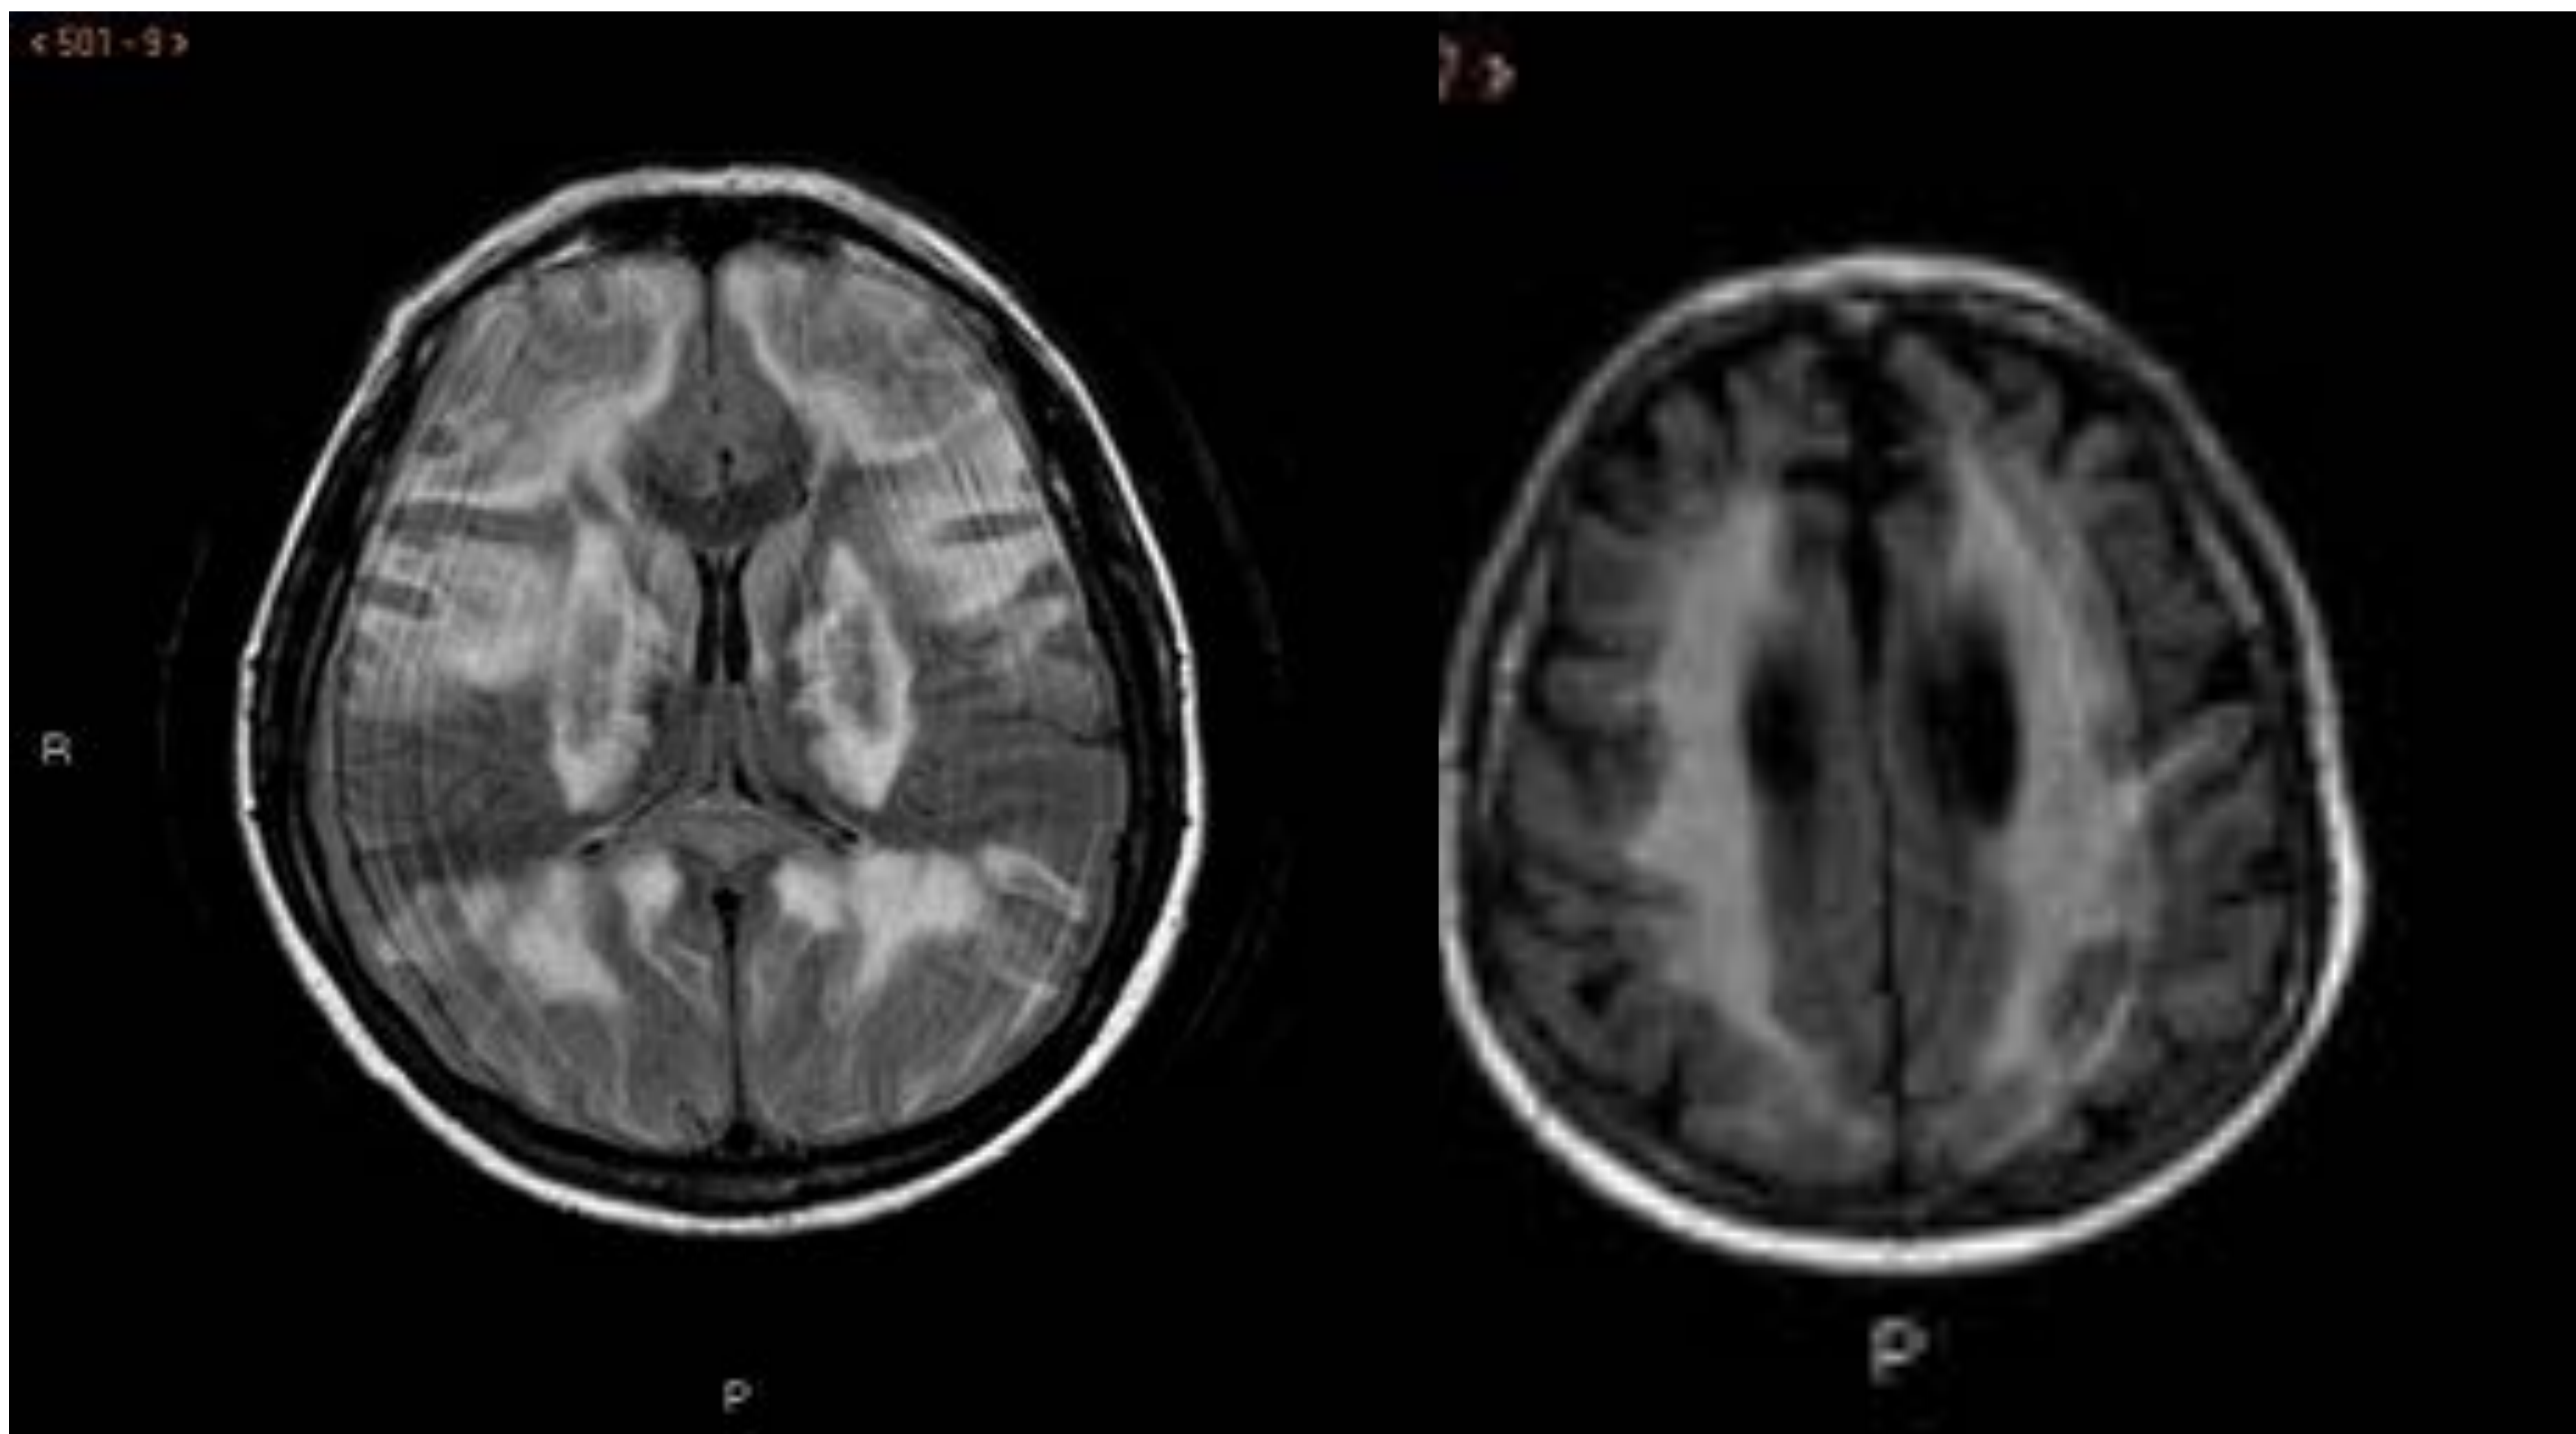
Paciente traída a urgencia por el 061 por una crisis hipertensiva con dolor torácico y disnea. Durante el ingreso aparece disminución del nivel de consciencia con severa acidosis metabólica por lo cual se ingresa a UCI. Extensa afectación de la sustancia gris profunda bilateral y de los brazos anteriores de ambas cápsulas internas. Afectación de la sustancia blanca subcortical bilateral, confluyente, de localización frontal, temporal, occipital y parietal. Secuencia FLAIR, axial.
